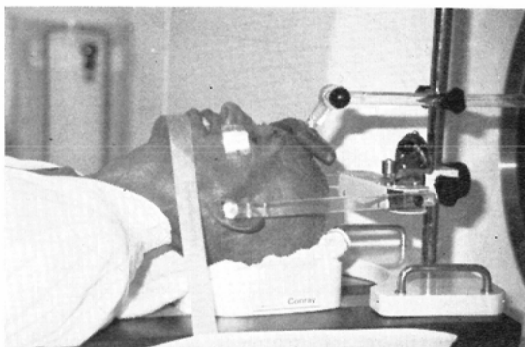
A head-fixer for CT and treatment
